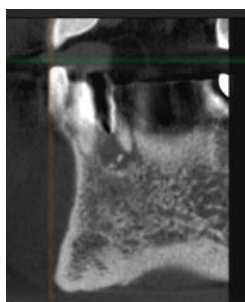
КТ области зуба 3.1 до лечения
